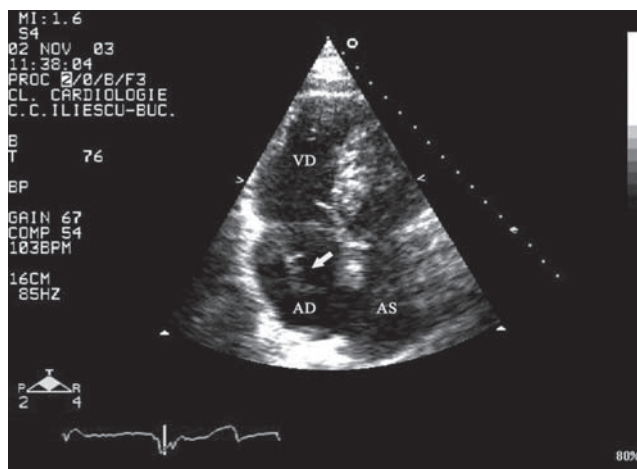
Ecocardiografie transtoracică. Din incidența apical 4 camere se observă dilatarea cavităților drepte. La nivelul atrului drept se constată o formațiune lobulată atașată de sonda de stimulare (vezi săgeata).
